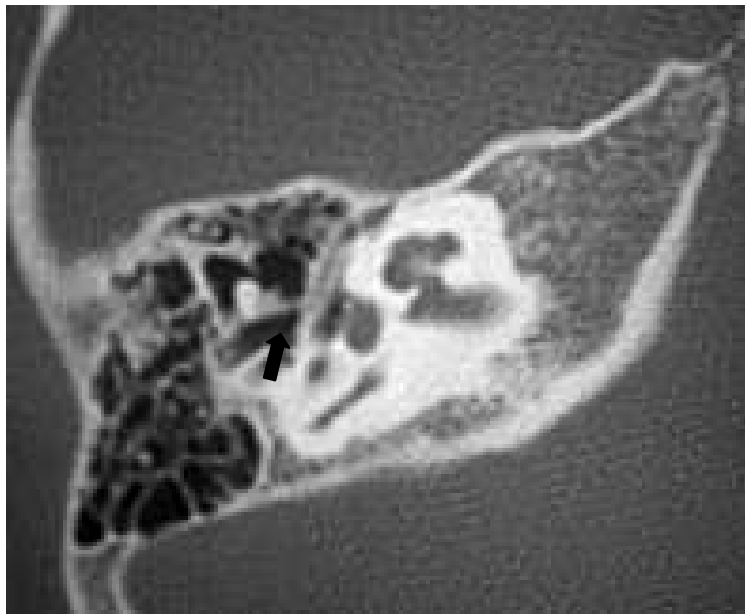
Corte axial de TC del oído derecho que muestra deformidad de la articulación incudomaleolar (*flecha negra*).
